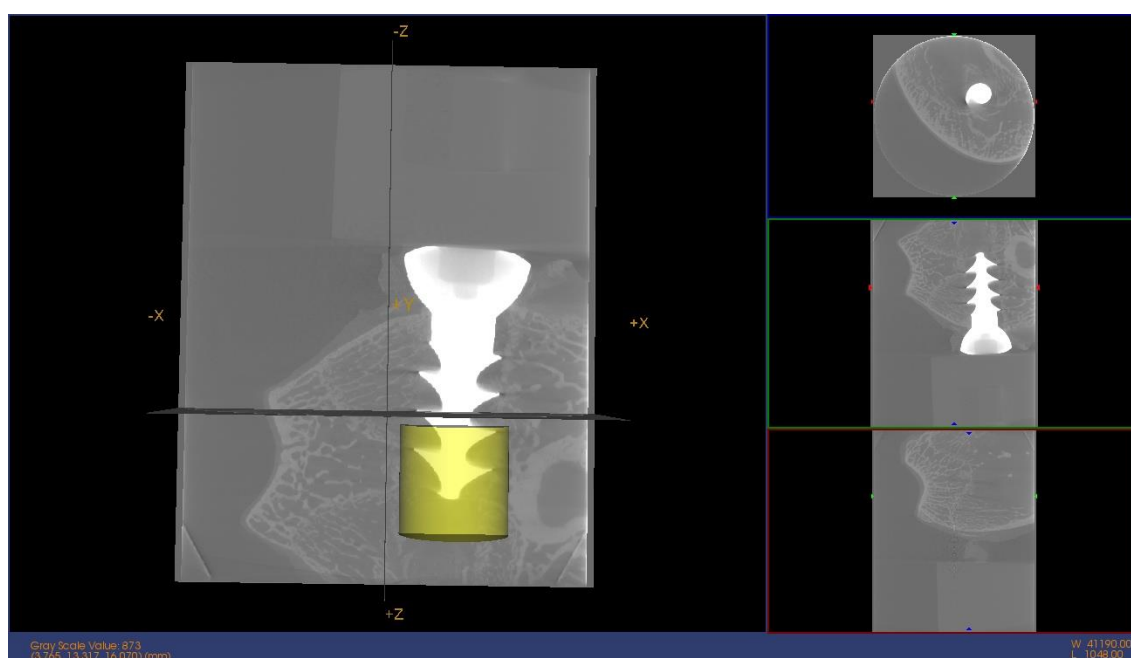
Imagen micro CT e imagen reconstrucción 3D. OHAp-Fn 36
